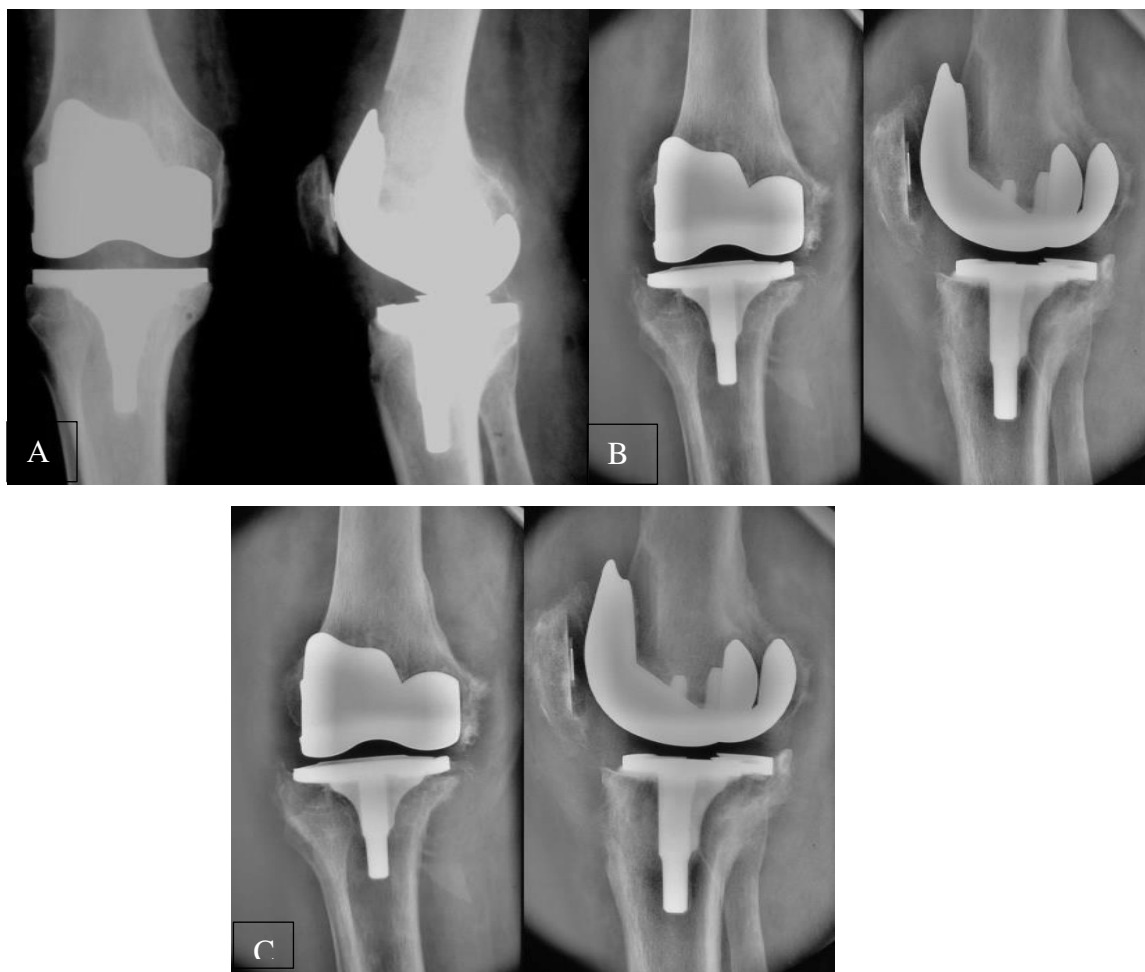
(А-С) - Серия рентгенограмм пациентка Ш. Рентгенологически определяется стремительно прогрессирующее расшатывание компонентов (разница между снимками А, В и С – 3 и 2 месяца соответственно).
